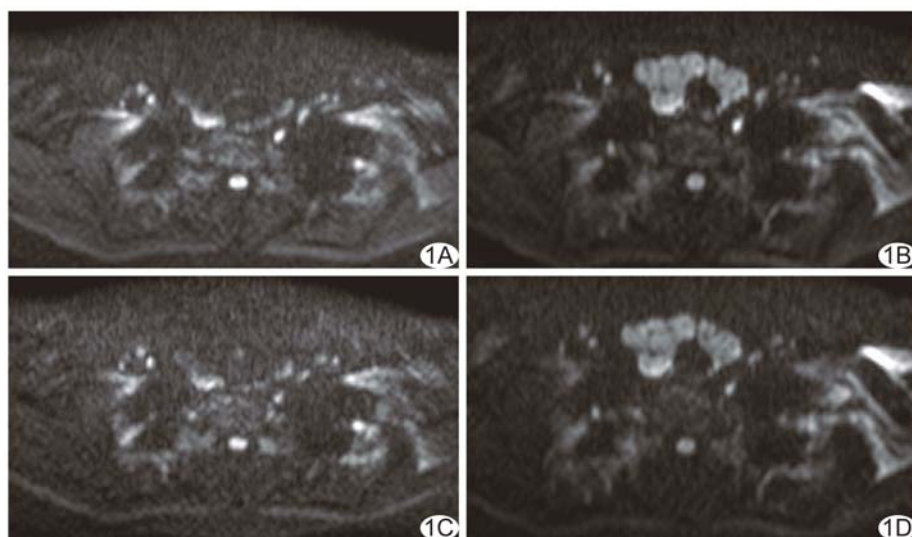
受试者女, 48 岁, 使用辅助匀场装置前后 DWI 图像 A、B. 使用辅助匀场装置前后 $b=400 \text{ s/mm}^2$ DWI 图像, 使用前(A)图像质量 1 级, 使用后(B)图像质量提高至 4 级; C、D. 使用辅助匀场装置前后 $b=800 \text{ s/mm}^2$ DWI 图像, 使用前(C)图像质量 1 级, 使用后(D)图像质量提高至 4 级
